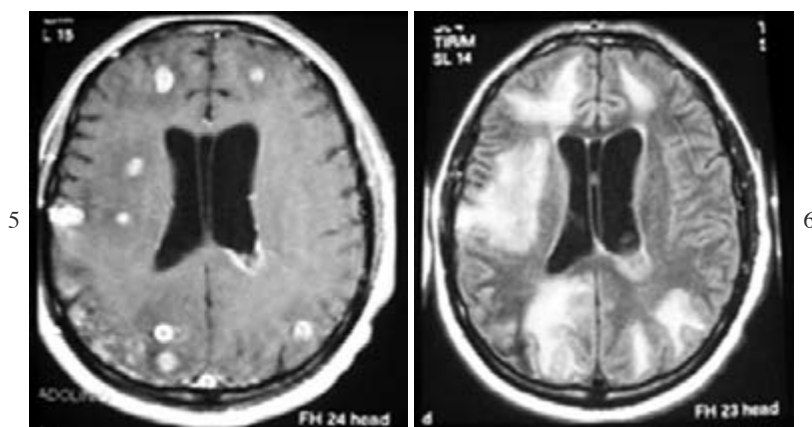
RMN dopo 30 giorni di trattamento con Ampicillina + Gentamicina.
